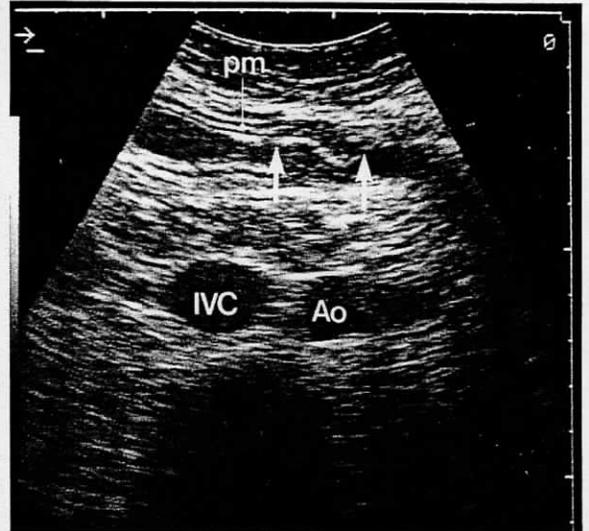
筋層深達の小Borrmann2型癌 胃角部前壁の小さな癌であるが、病変の中心部では筋層が消失し(→), 低エコーの癌病巣で占められている。 IVC: 下大静脈, Ao: 腹部大動脈
